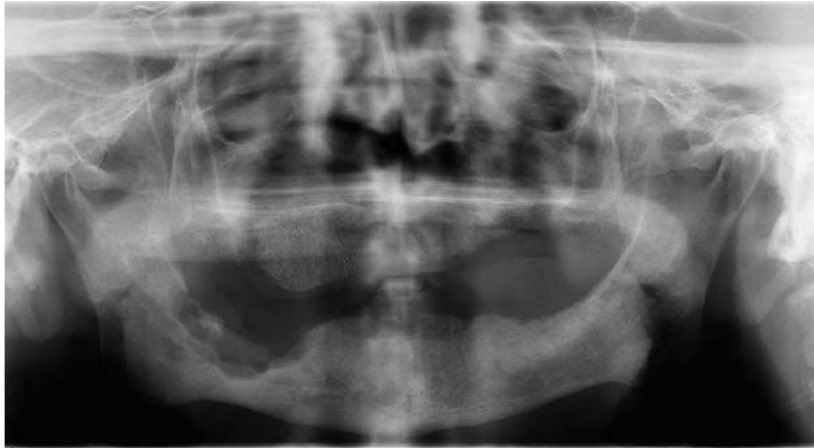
Ortopantomografía donde se muestran signos radiológicos de osteoradionecrosis en la rama mandibular derecha.¹⁸
